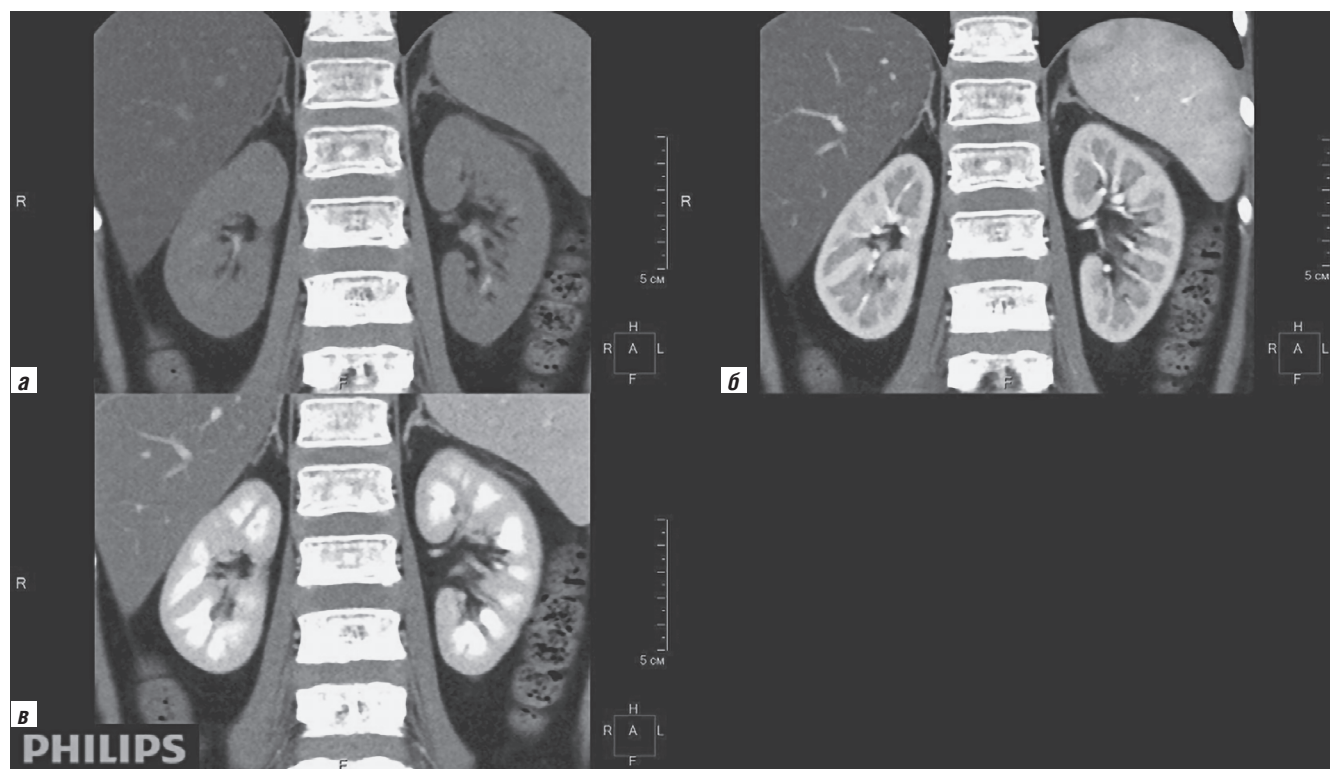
Компьютерная томография, 25-е сутки от начала лечения (ноябрь 2022 г.) в корональной проекции в нативную (а), артериальную (б), венозную (в) фазы сканирования — очаговые изменения в почках не прослеживаются
